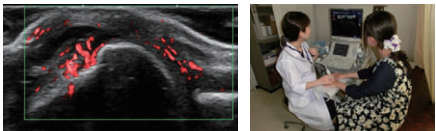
RA患者の関節超音波像：肥厚した滑膜と豊富な血流が認められる
